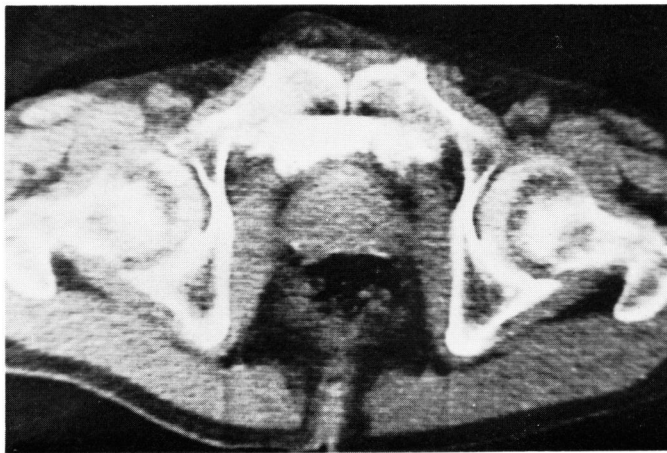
Stage C の前立腺癌 (腺癌, grade III) の治療前の CT 像.
